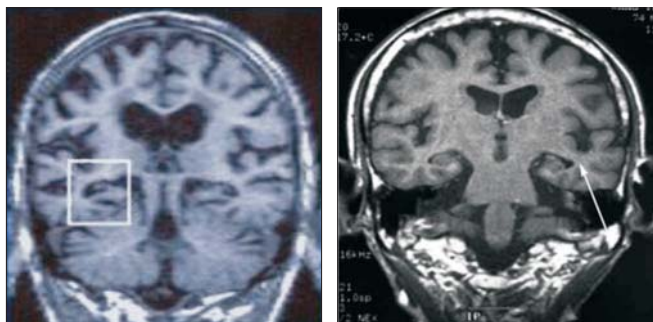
МРТ головного мозга. Картина атрофии гиппокампа.
